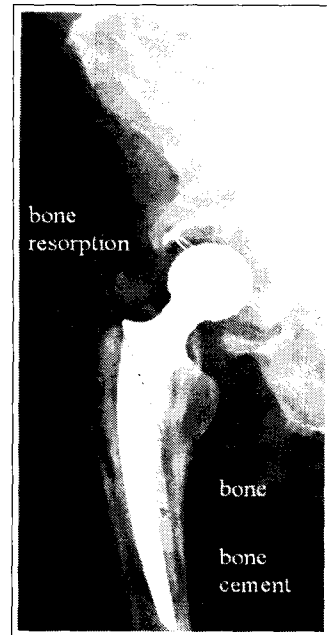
X-ray of a loose femoral component of a THR. Note that the bone cement surrounding the stem appears detached from both bone and the stem itself.
